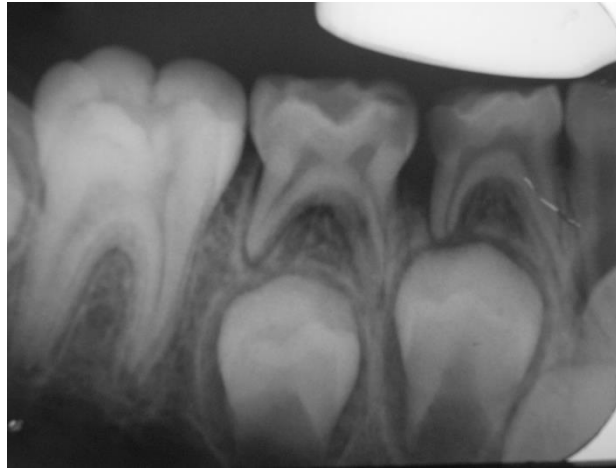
Radiografía donde se observa un primer molar primario cercano a exfoliación.
